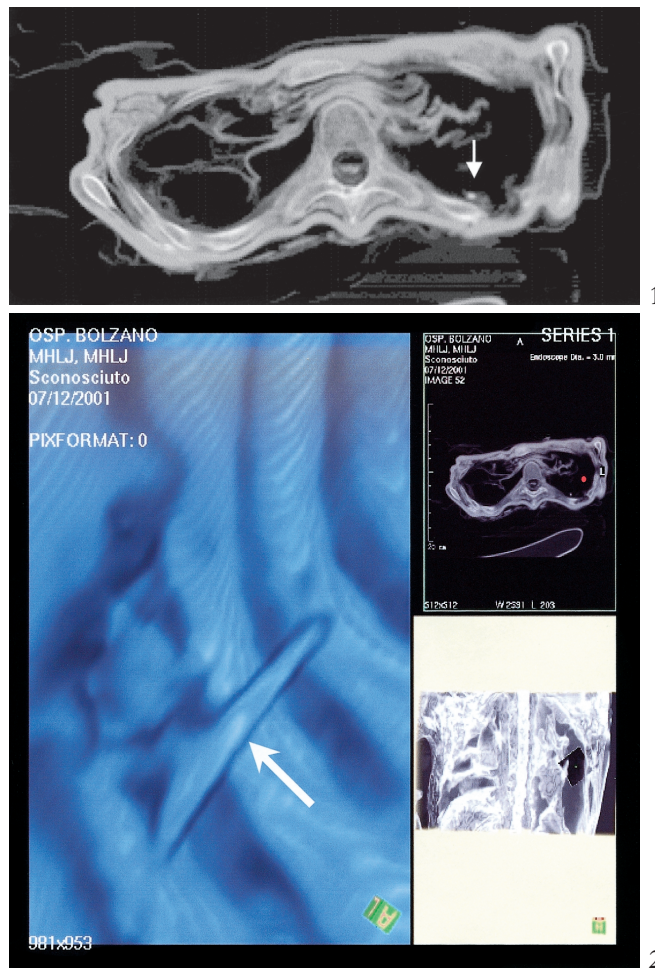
Computertomographie des Thorax der Mumie aus den Ötztaler Alpen. 1 Die Lungen sind kollabiert. Ein kleiner Fremdkörper lässt sich in der linken Thoraxhöhle nachweisen. 2 Bei der virtuellen Endoskopie der linken Thoraxhöhle stellt sich der Fremdkörper als spannförmiges Gebilde dar.
